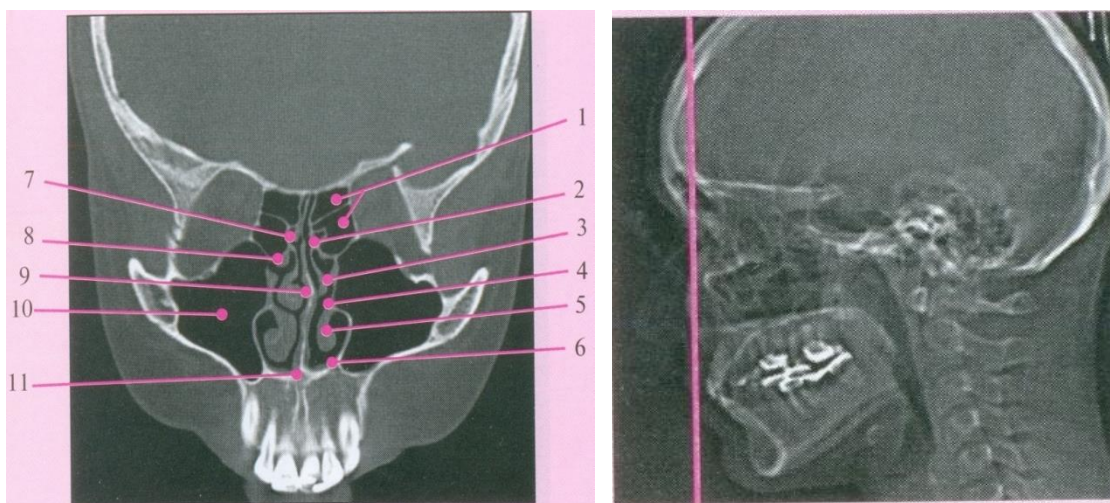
КТ носа и околоносовых пазух (коронарная проекция)
